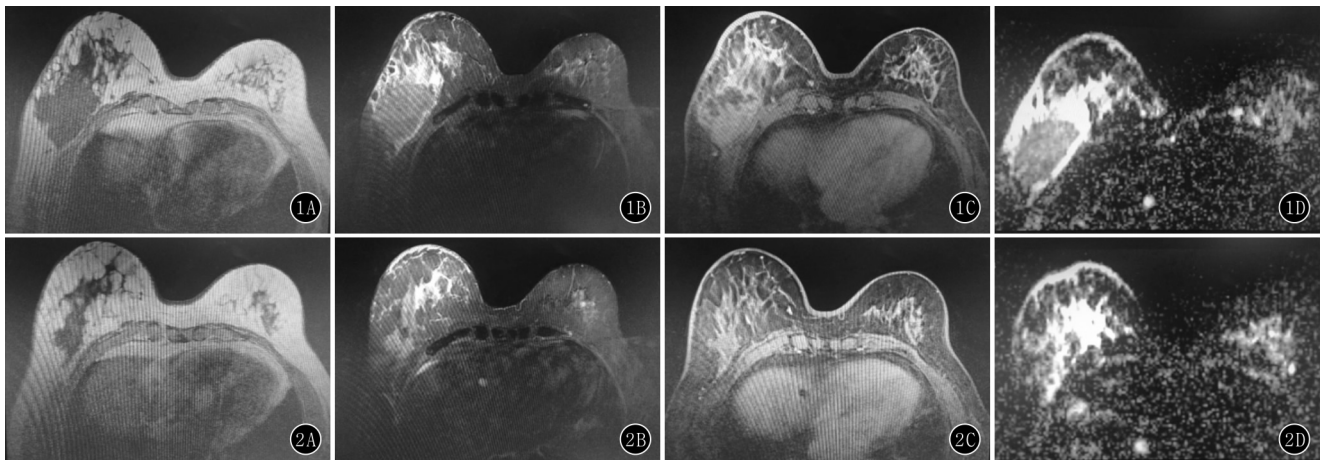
~D A.化疗前 MRI 图像;B.化疗前 T₁ DWI 图像;C.化疗前 T₂ DWI 图像;D.化疗前 ADC 图像 图 2A~D A.化疗后 MRI 图像;B.化疗后 T₁ DWI 图像;C.化疗后 T₂ DWI 图像;D.化疗后 ADC 图像
